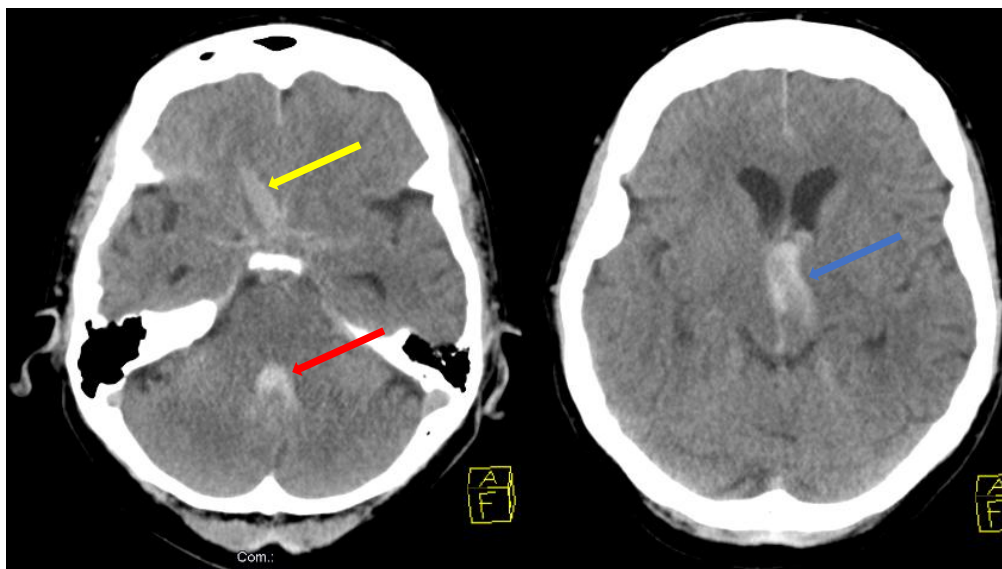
Axiales CT nach der Entfernung des FK demonstriert das Ausmaß der intrakraniellen Verletzungen, zur Darstellung kommen eine Einblutung im Verletzungskanal (gelber Pfeil) sowie Blutungen im vierten (roter Pfeil) und dritten Ventrikel (blauer Pfeil).
